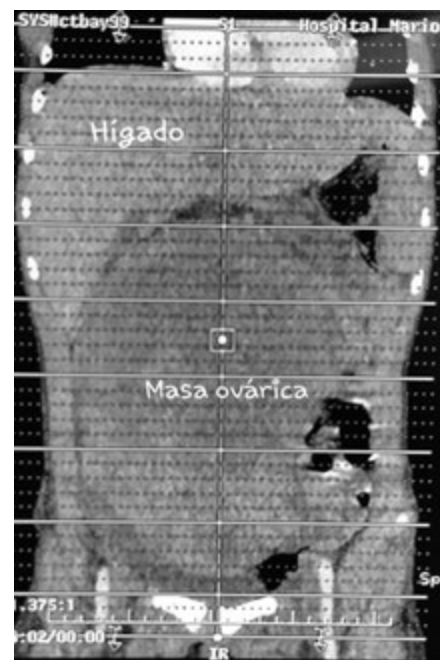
TAC abdomen muestra masa ovárica de L1 hasta hueso pélvico
